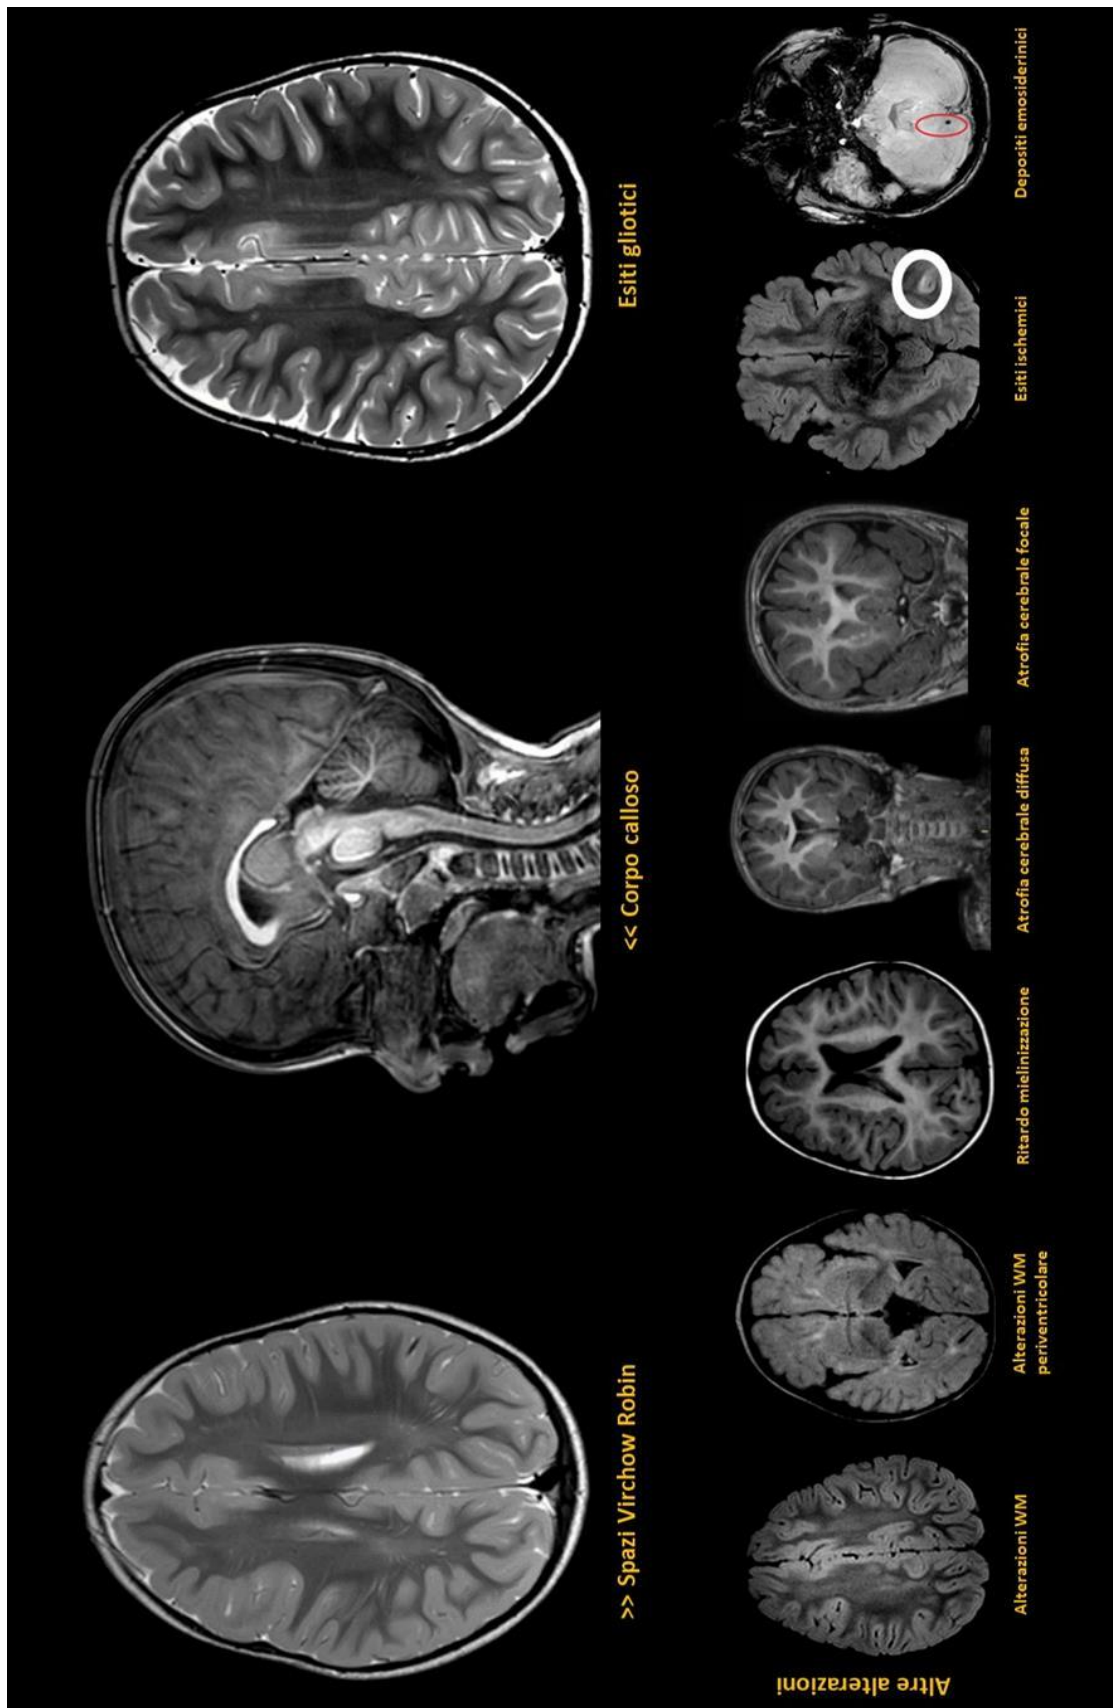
Reperti esemplificativi delle alterazioni rilevate agli esami di RMN di alcuni bambini della casistica.
